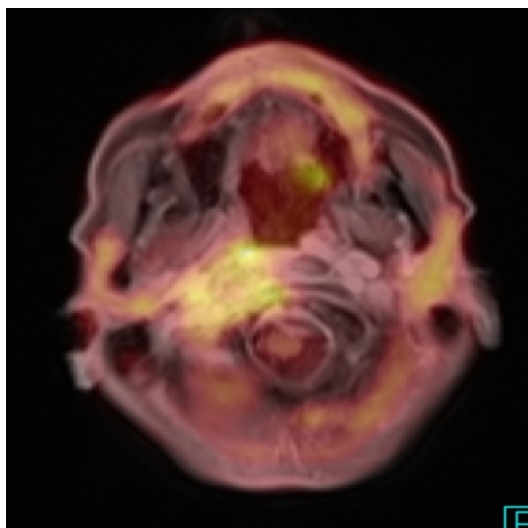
8.7.2015 PET/CT vyšetření, zdroj FN Plzeň
